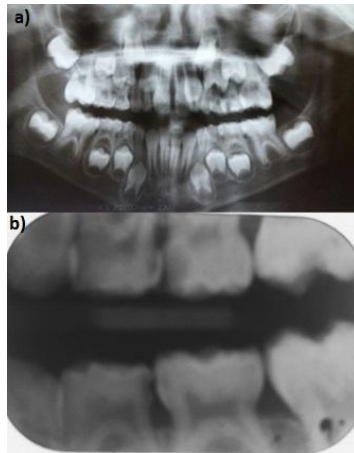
Exames Complementares. a) Radiografia panorâmica: Nota-se a presença dos 4 primeiros molares permanentes irrompidos. b) Radiografia Interproximal. É evidente a presença de lesões de cárie nos dentes 64, 65, 74 e 75.
